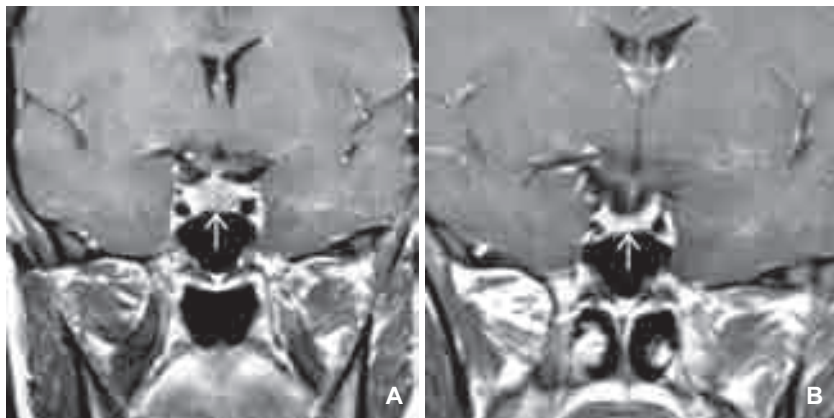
A) Die koronare KM-T1w eines präpubertierenden Patienten mit Hypothyreoidismus zeigt eine Hyperplasie der Hypophyse (Pfeil), wobei sich die Drüse nach oben wölbt und dadurch ein Makroadenom imitiert. B) Nach Beginn einer Substitutionstherapie mit Schilddrüsenhormonen wurde einige Wochen später eine erneute MRT durchgeführt, die die Hypophyse wieder in normaler Größe darstellt (Pfeil).
